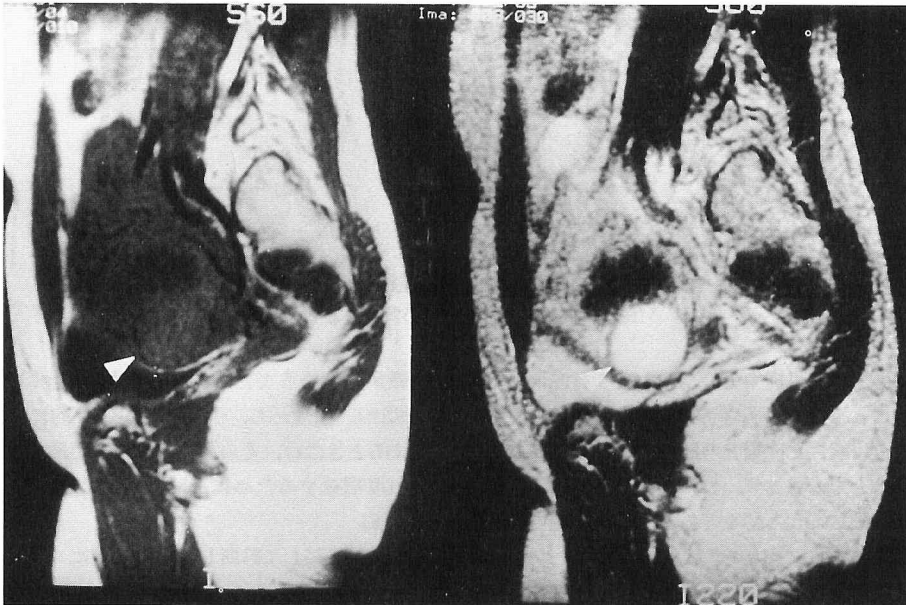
T2強調MRI画像できわめてhigh intensityを呈する腫瘤(右)
